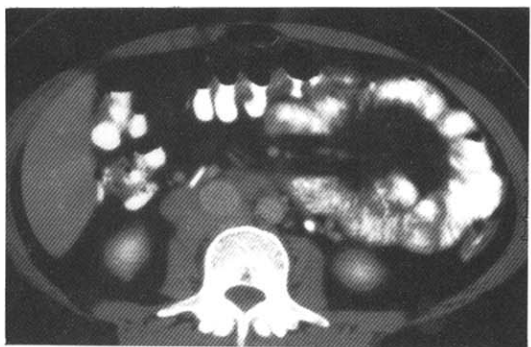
Abdominal CT scan showed multiple lymph node enlargement was noted in the pericaval area.
